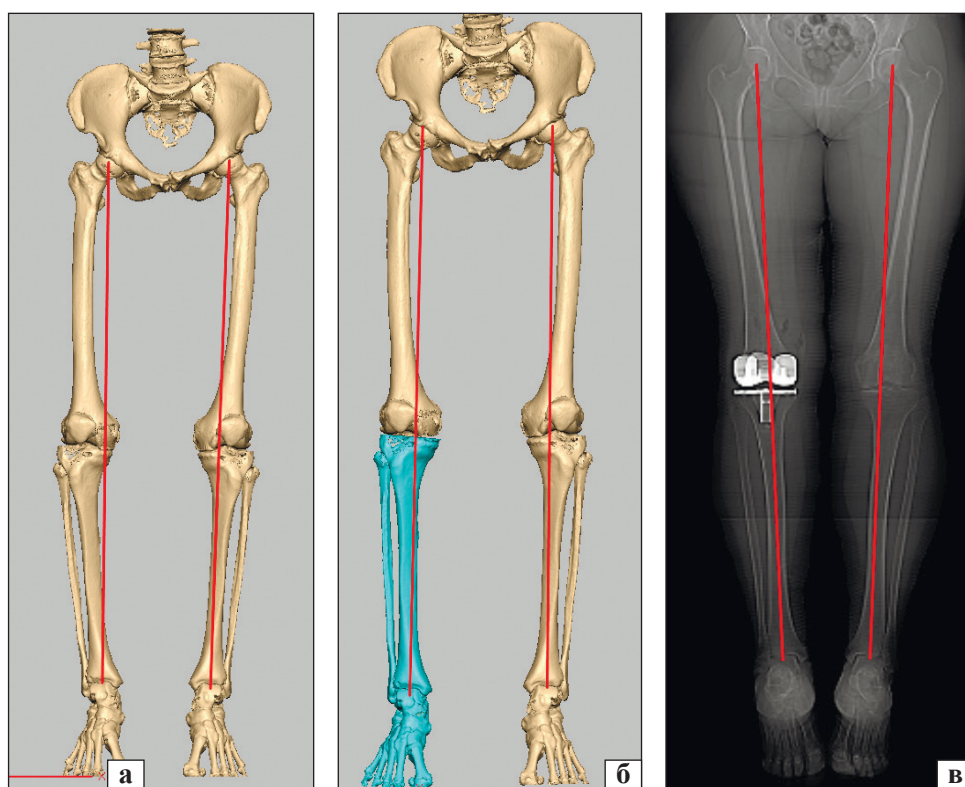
Порівняння рентгенограм пацієнтки Д. після операції з результатом планування: а) вигляд нижніх кінцівок до операції; б) планування кінематичного вирівнювання з урахуванням здорового колінного суглоба; в) рентгенограма нижніх кінцівок після операції
